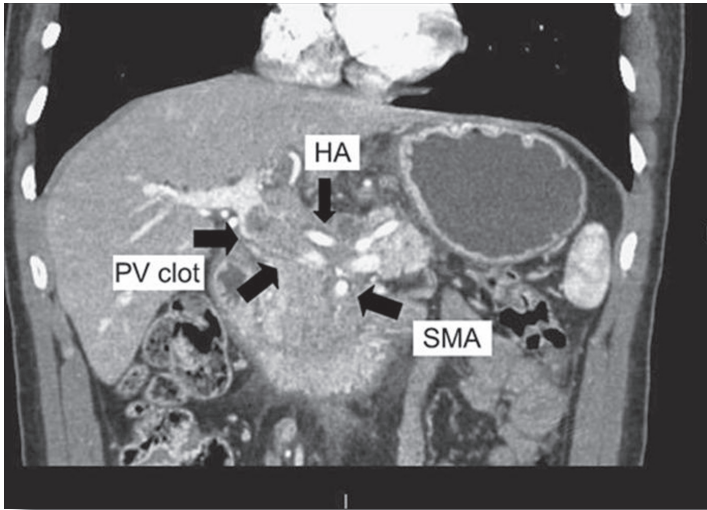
Imagen en TC coronal de un cáncer de páncreas localmente avanzado que muestra englobamiento de AMS. Este tumor no se puede hacer resecable con tratamiento sistémico y/o radioterapia.
